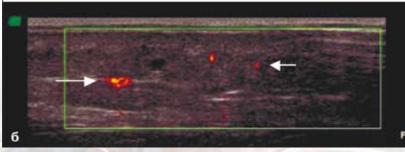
УЗИ узла больной Ф. с вторичной УЭ (наблюдение авторов): а – нормальный участок кожи: размытость, утолщение и повышение эхоплотности ПЖК (=>); 6 – c признаками васкуляризации (\Rightarrow)
